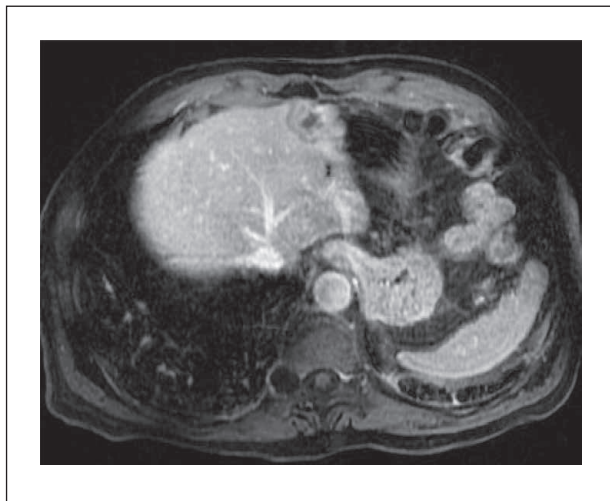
Imagen de Resonancia, en la que se evidencia la tumoración hepática metastásica en segmento III.
